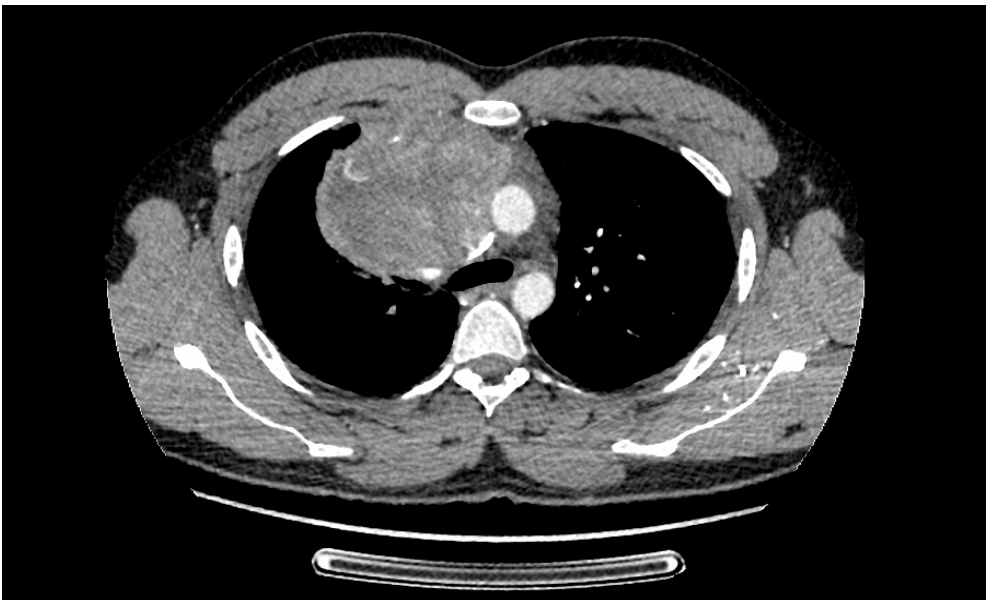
Tomografía torácica computerizada con contraste. Muestra gran masa mediastínica con componentes heterogéneos y calcificaciones interiores.
